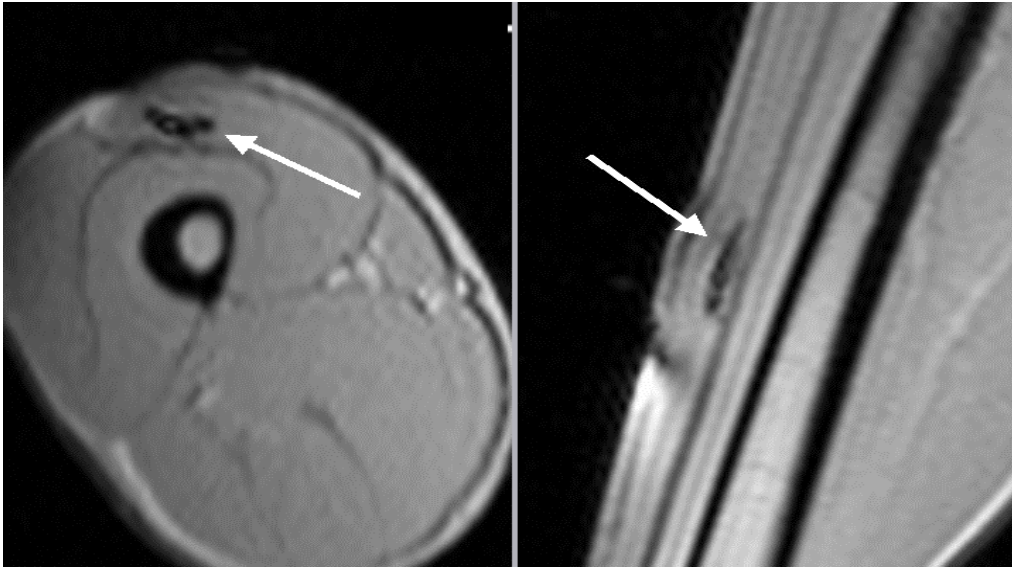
Verteilung von Kontrastmittel (2 ml Gadolinium) im M. rectus femoris des Oberschenkels. Axiale und sagittale MRT-Aufnahme bei einem gesunden Probanden.
